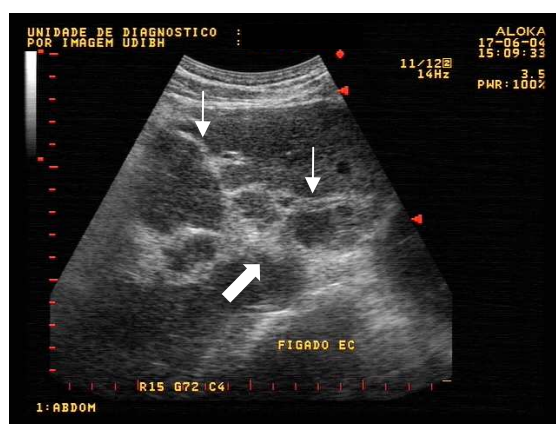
Ultra-sonografia do fígado revela espessamento ecogênico periportal central (seta larga) com ramificações expandindo-se para o parênquima, associado a espessamento periportal periférico (setas finas). Imagem classificada como Ec de acordo com os padrões da Organização Mundial de Saúde para a ultra-sonografia.
